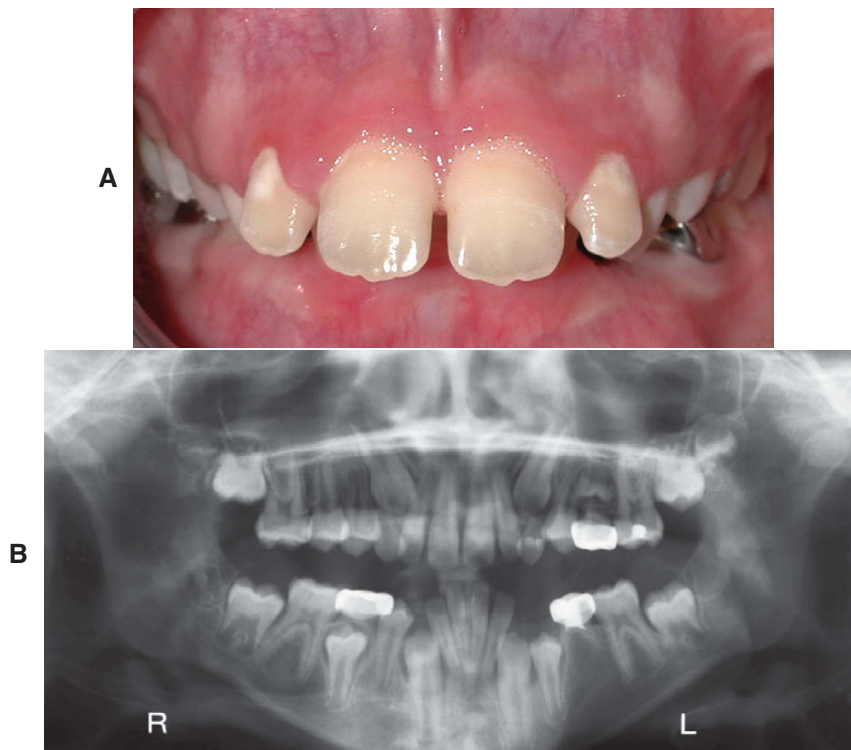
A fase do “patinho feio” do desenvolvimento dental. A, O espaçamento e a posição mesial das raízes dos incisivos superiores resultam da posição dos caninos permanentes não erupcionados. B, Esta radiografia panorâmica mostra que os caninos estão erupcionando e em proximidade com as raízes dos incisivos laterais. Os espaços entre os incisivos, incluindo o diastema mediano, diminuem e geralmente desaparecem por completo quando os caninos erupcionam.
